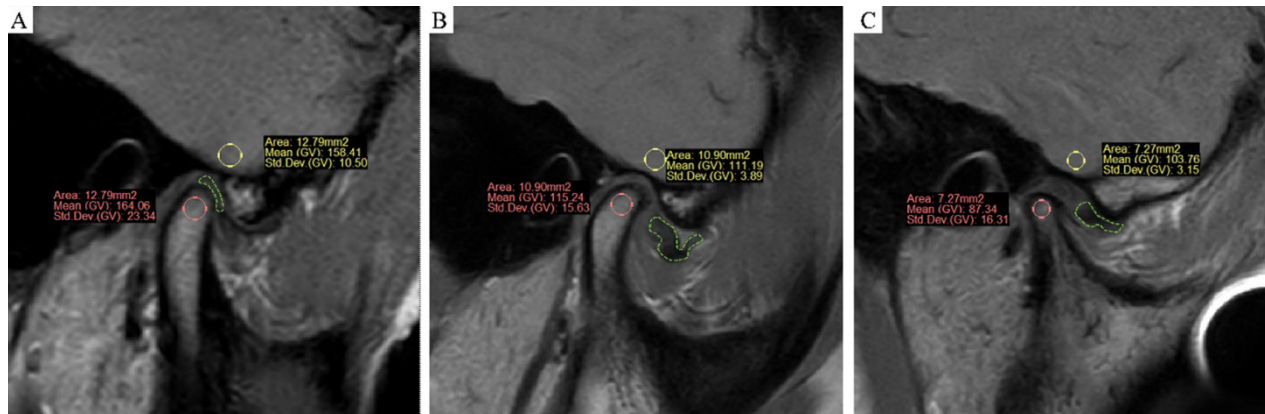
(А–С) Отримання та вимірювання МРТ-зображень, похила сагітальна площина у положенні з закритим ротом, режим протонної щільності (PDWI). (А) Нормальна група (група 1): суглобовий диск, позначений зеленим кольором, перебуває в нормальному положенні, стан виростка – здоровий. (В) Група з переднім зміщенням диска без резорбції виростка (група 2): спостерігається зміщення диска, але виростковий відросток залишається здоровим. (С) Група з переднім зміщенням диска та резорбцією виростка (група 3): наявне як зміщення диска, так і виражена резорбція форми та об'єму виросткового відростка
